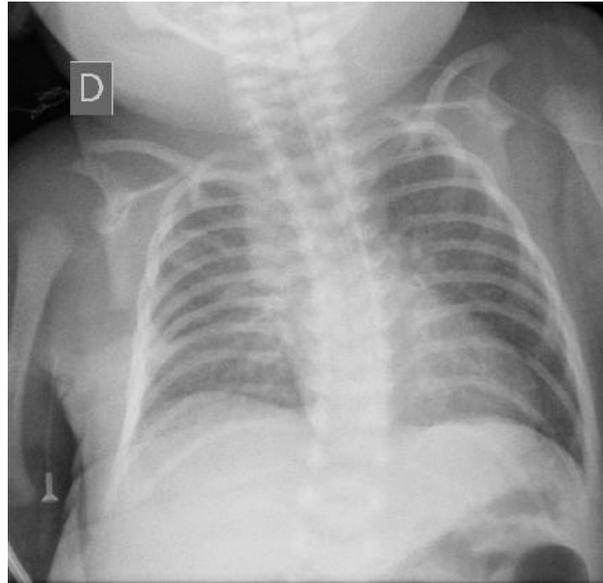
Radiografia de tórax salienta área cardíaca discretamente aumentada por arco ventricular esquerdo proeminente, arco médio escavado e trama vascular pulmonar algo aumentada no lado direito.
